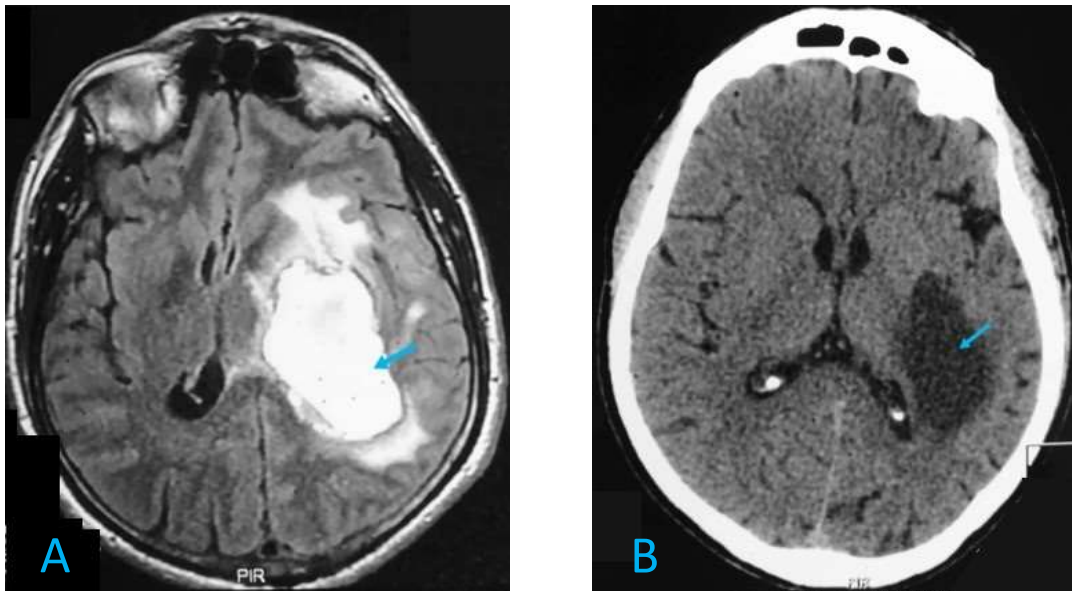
IRM cérébrale en coupes axiales montrant deux HIS en hypersignal T2FLAIR un pariéto-temporal(A) et l'autre capsulo-thalamique (B).
